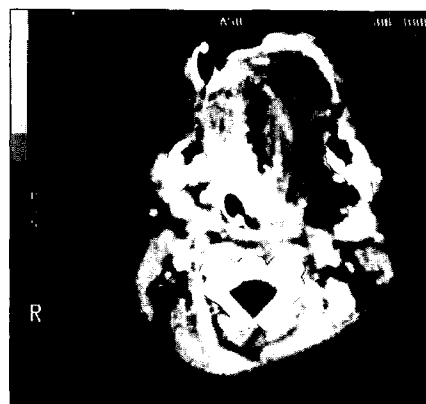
술전 컴퓨터단층촬영(CT) 소견 (수평면).
